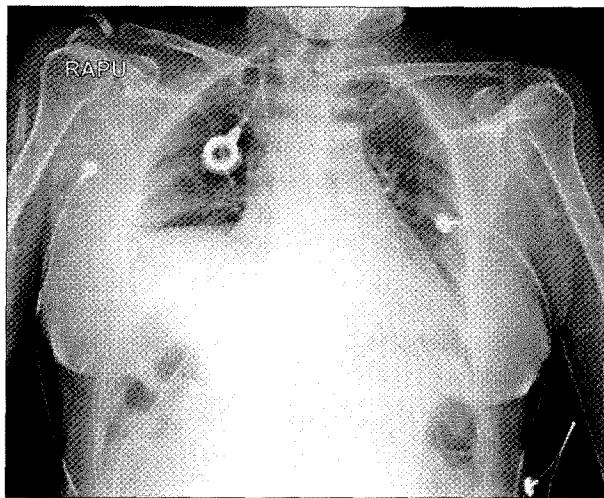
Chest x-ray demonstrates elevation of the right diaphragm and atelectasis in the right middle lobe.
